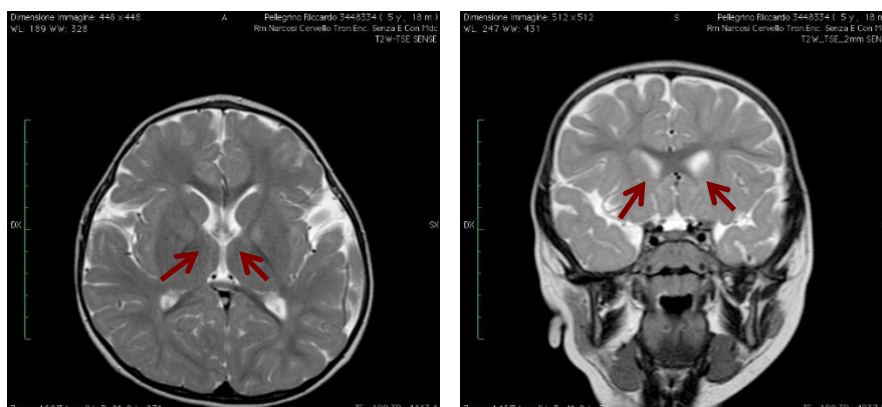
RMN encefalo del paziente all'età di 24 mesi: le iperintensità peri-ventricolari dei nuclei della base sono indicate dalle frecce.
